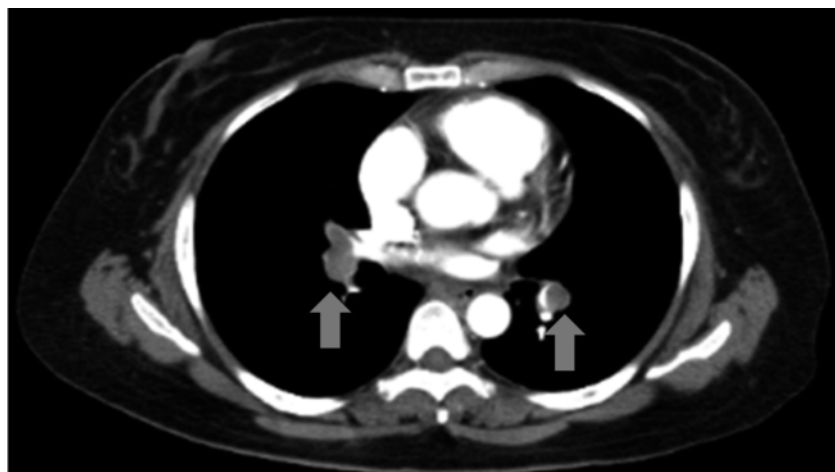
来院時造影 CT 矢印；肺動脈血栓を認める。
